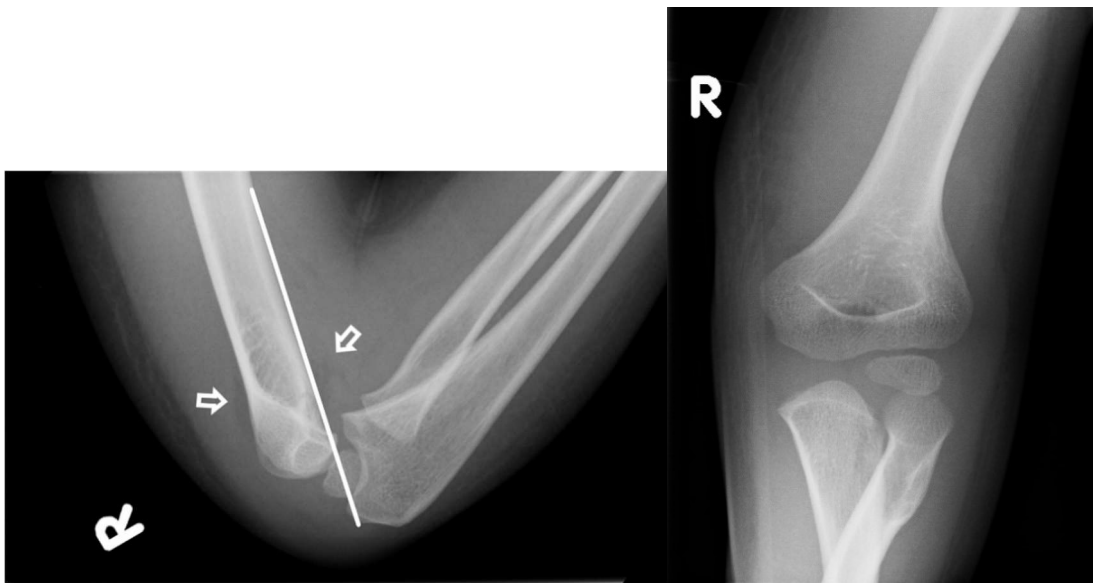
Fall 186: Röntgenbild fünf Tage posttraumatisch
